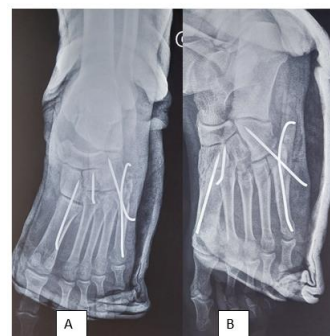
Radiographie de contrôle de face (A) et de profil (B) du pied gauche montrant la réduction des luxations et leur fixation par broches
